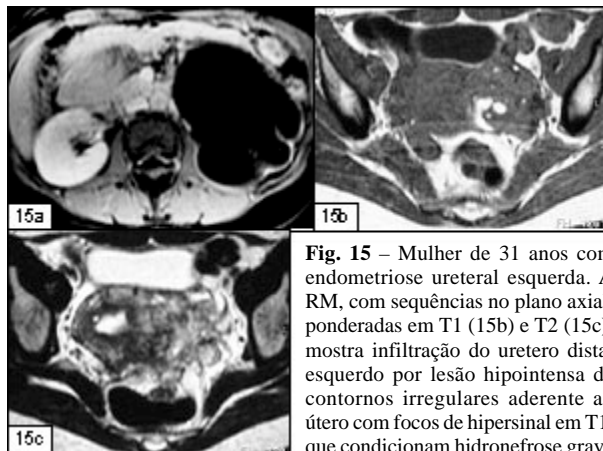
Mulher de 31 anos com endometriose ureteral esquerda. A RM, com sequências no plano axial, ponderadas em T1 (15b) e T2 (15c), mostra infiltração do uretero distal esquerdo por lesão hipointensa de contornos irregulares aderente ao útero com focos de hipersinal em T1, que condicionam hidronefrose grave (com falência do rim esquerdo) (15a – T1 axial com saturação de gordura e administração de contraste endovenoso).
